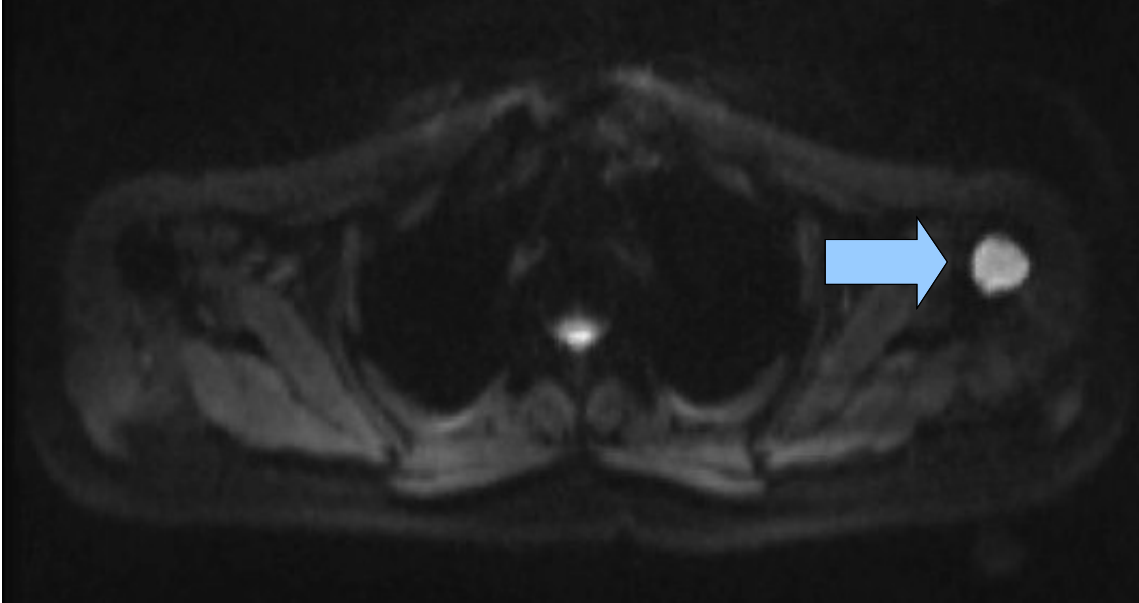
DWI-MRT (b-Wert = 800), axiale Schichtführung auf Höhe der oberen Thoraxapertur. Patientin mit akuter myeloischer Leukämie und Diffusionsstörung im linken Humeruskopf (Pfeil). In der Computertomographie war die Pathologie nicht miterfasst. Ergänzend angefertigte konventionelle Röntgenaufnahmen waren ohne pathologischen Befund.
